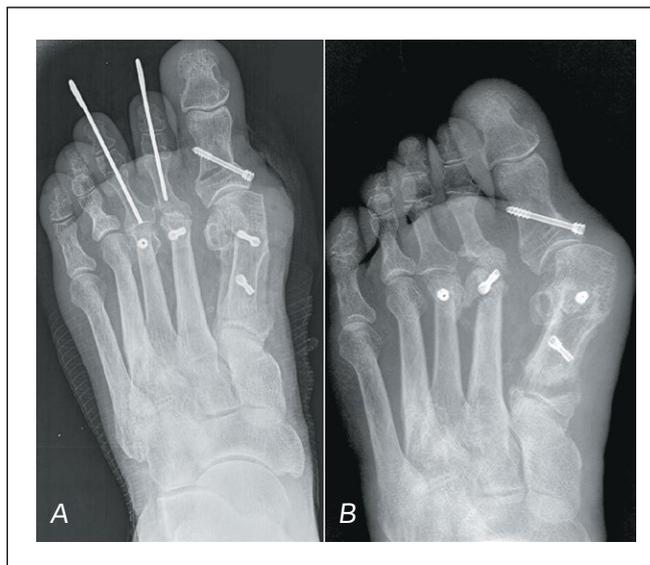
А – рентгенограмма сразу после ССО (osteotomy Scarf, Akin, Weil); В – рентгенограмма через 6 месяцев после ССО (асептический некроз головки второго ПК, нестабильность винта Герберта, рецидив вальгусной деформации первого пальца).
